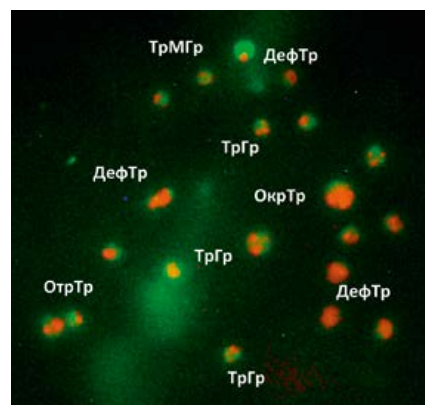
Морфологические типы тромбоцитов в составе пулированных КТ. Витальное окрашивание триафлавином-акридиновым оранжевым. Увеличение $\times 1000$. Условные обозначения: ТрГр – тромбоцит с малым числом гранул; ОкрТр – округлый тромбоцит; ОтрТр – тромбоциты с отростками; ДефТр – деформированный тромбоцит.
